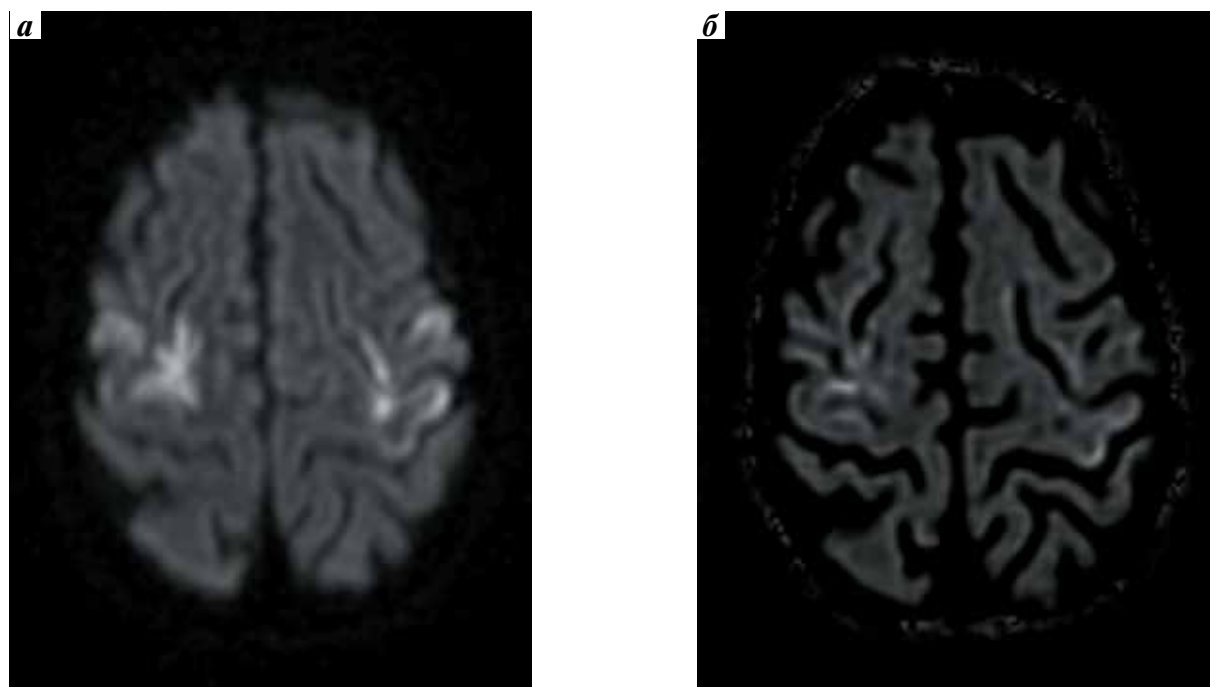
Снимки головного мозга пациентки А., полученные методом магнитно-резонансной томографии: а, б – карты измеряемого коэффициента диффузии. Отмечается инверсия сигнала от кортикальных отделов теменных долей с обеих сторон
